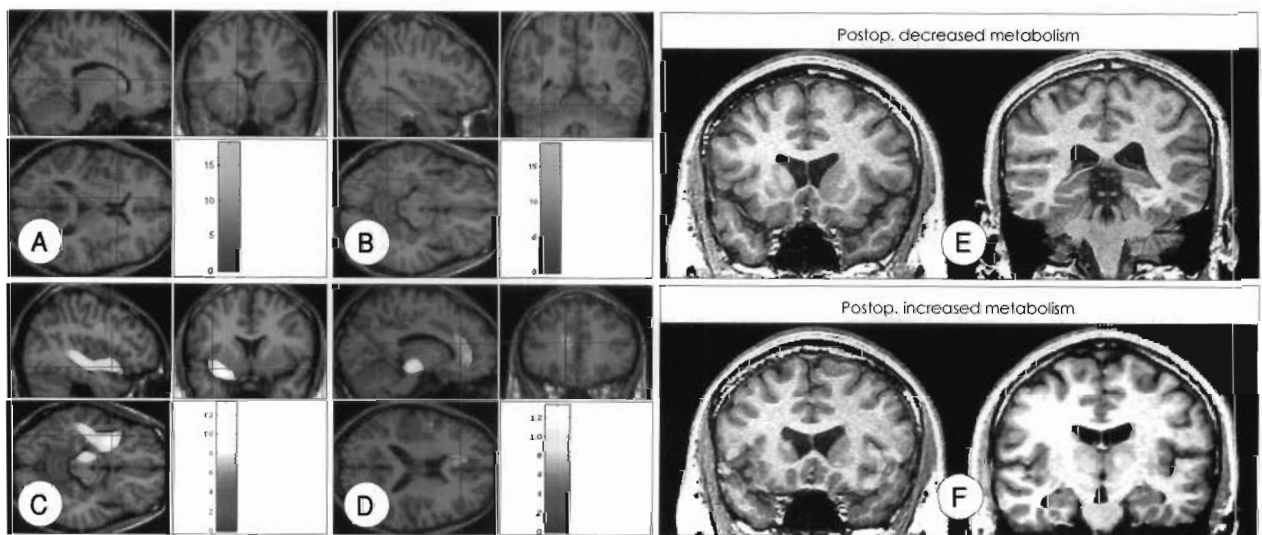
Postsurgical decrease of glucose metabolism in ipsilateral caudate nucleus, thalamus (A), fusiform gyrus, and posterior region of the insula (B), whereas postsurgical increase of glucose metabolism in anterior region of the insula, temporal stem in temporal lobe white matter, inferior precentral gyrus, ipsilateral midbrain (C), and anterior cingulate gyrus (D) of ipsilateral epileptogenic side by means of SPM analysis (FWE corrected $p < 0.05$). SPM results were overlaid onto the brain MRI of a single normal control. Red-yellow color means increased metabolism while blue color indicates decreased metabolism. Subtraction between pre- and postsurgical FDG-PET images in an individual patient (E, F). Subtracted images showed decreased postoperative glucose metabolism in right caudate nucleus (E, patient 17 who performed right temporal lobectomy), left fusiform gyrus (F, patient 8 who performed left temporal lobectomy).
